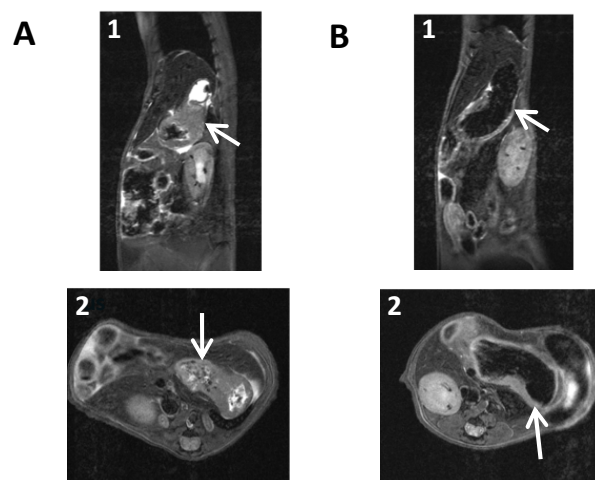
MRT des Abdomens von zwei *H. felis*-infizierten Mäusen.
